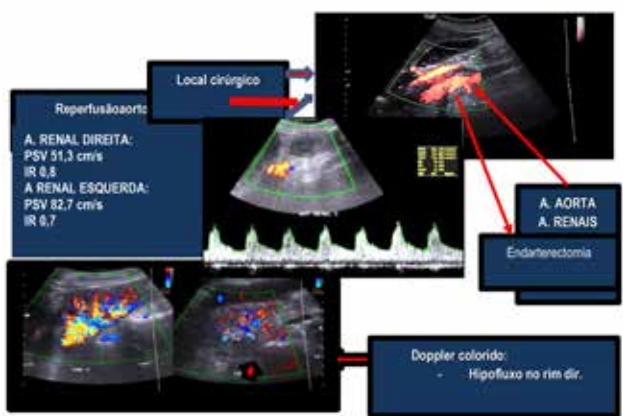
Achados com US Doppler pós-operatório.
